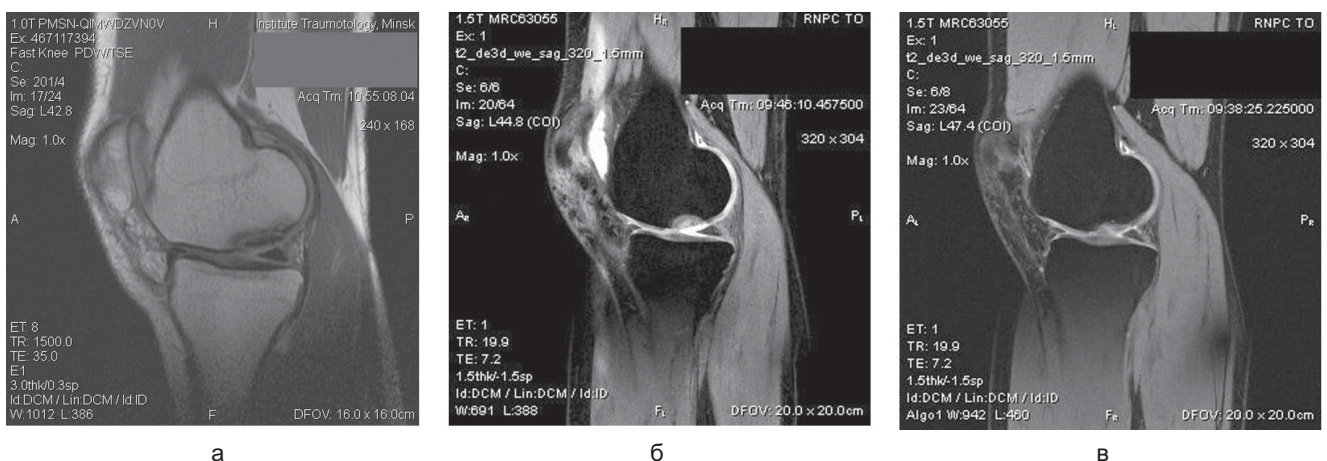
МРТ пациента К. с рассекающим остеохондритом внутреннего мыщелка левого бедра: а – до операции (наличие костно-хрящевого секвестра); б – через 6 мес после операции (70 баллов); в – через 24 мес после операции (75 баллов)
